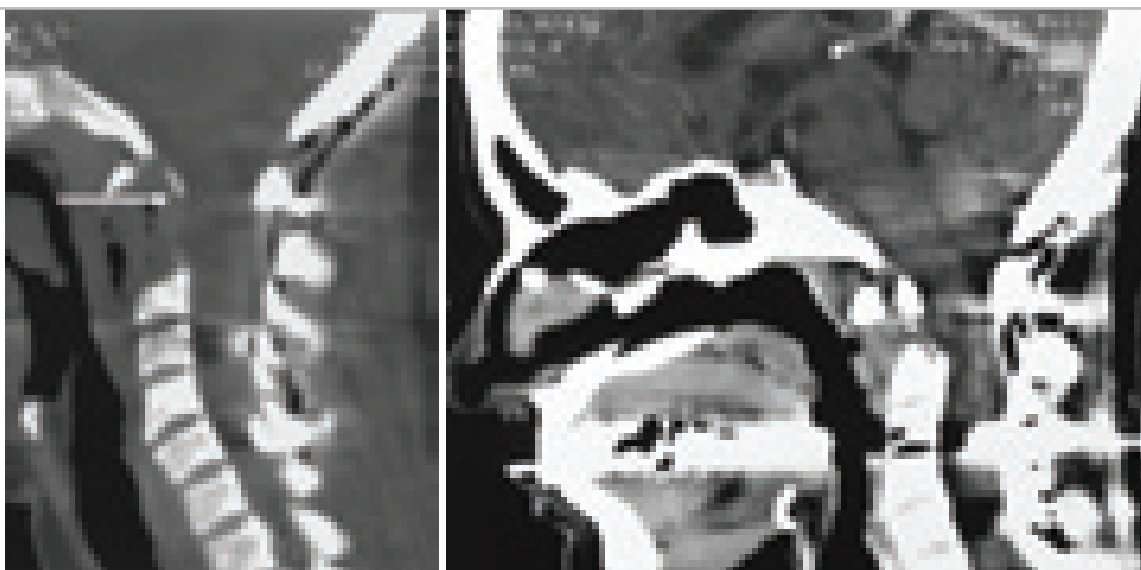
КТ на 9 сутки после операции – окципитоспондилодез и одномоментное трансоральное удаление хордомы основания черепа. Тотальное удаление опухоли. Декомпрессия дурального мешка и спинного мозга (стрелка). Нет остатков опухоли.
